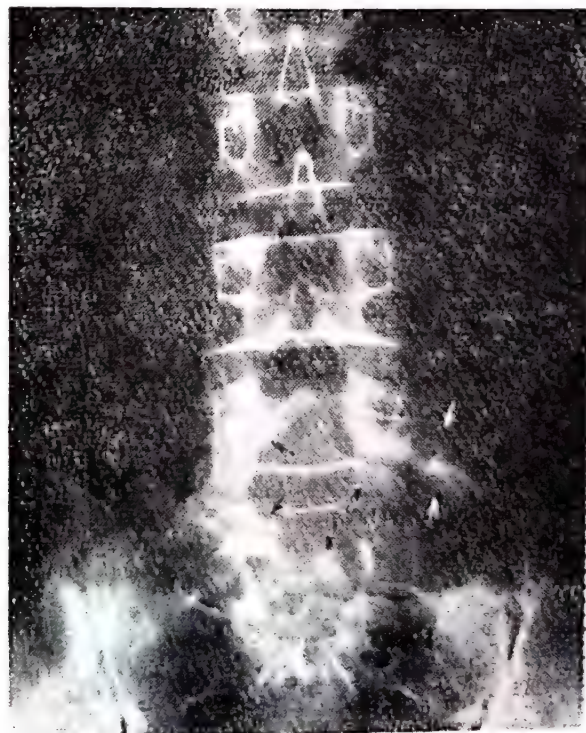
Radiografia coloanei vertebrale lombosacrate: hemilama vertebrală L₅ și S₁ stînga atrofiată; gaura de conjugare stîngă lărgită; se vede calcificarea porțiunii extraspinală a neurinomului (↑).
